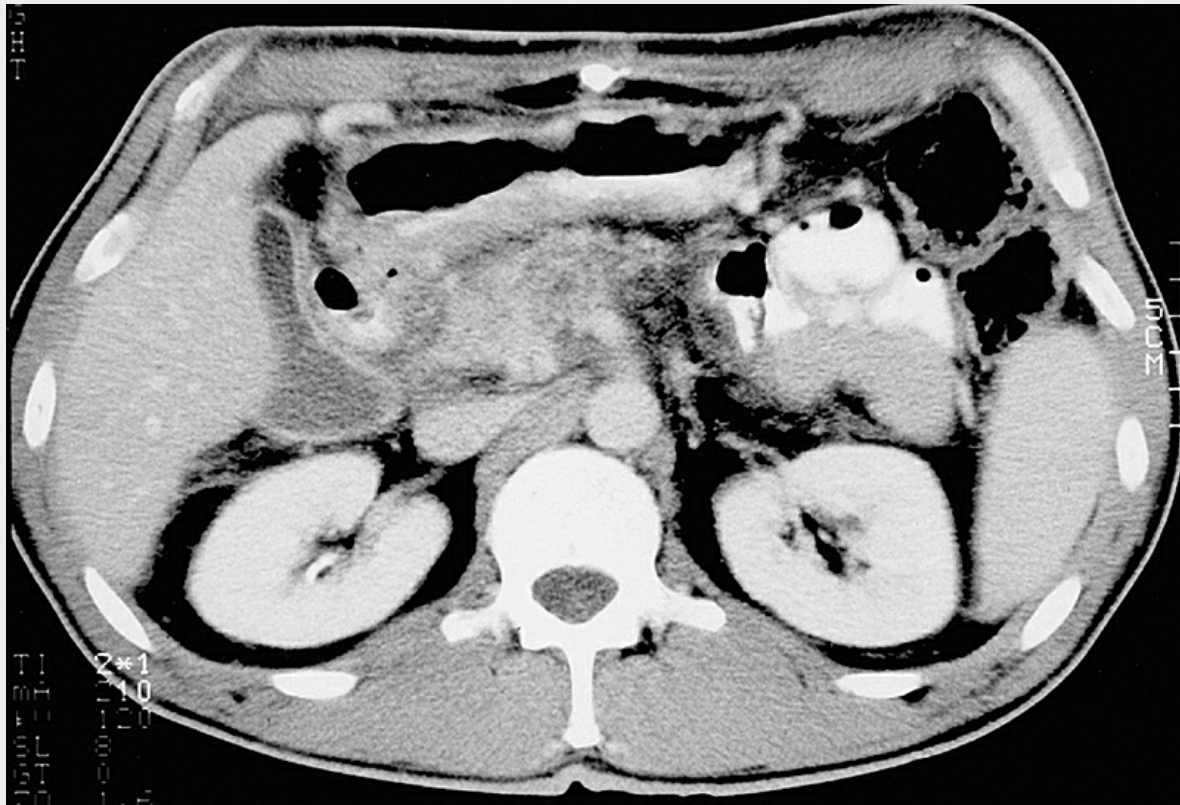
CT-Bild eines Pankreaskopfkarzinoms, eine Abgrenzung zum Duodenum ist nicht mehr möglich.
